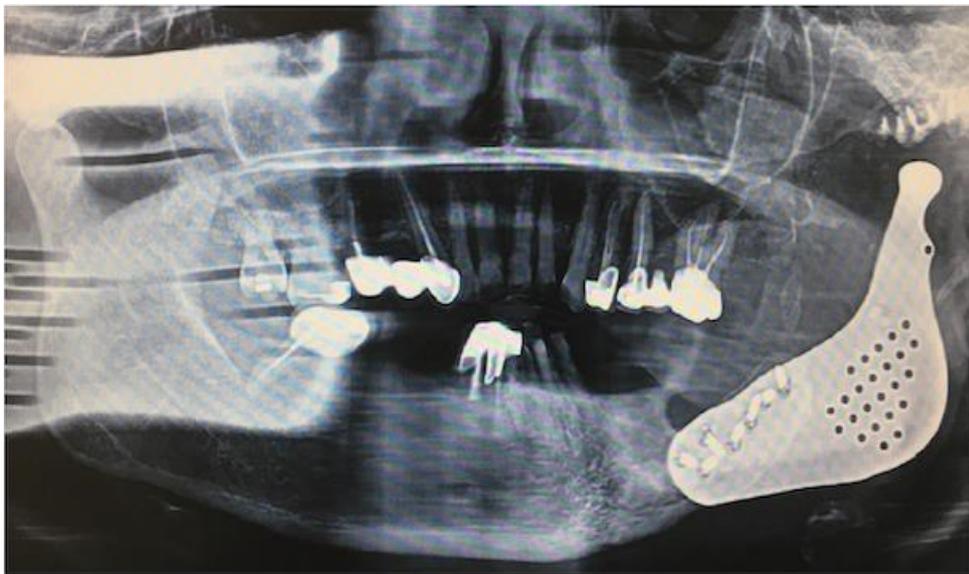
Orthopantomogramme de la patiente X
